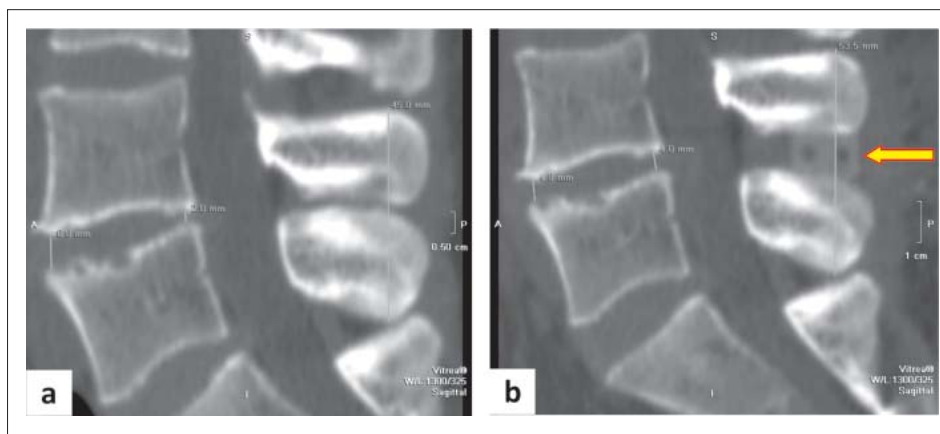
Patient 1 Measuring of the distance on the CT image before - a) and after surgery - b), yellow arrow – the location of the stabilizer
